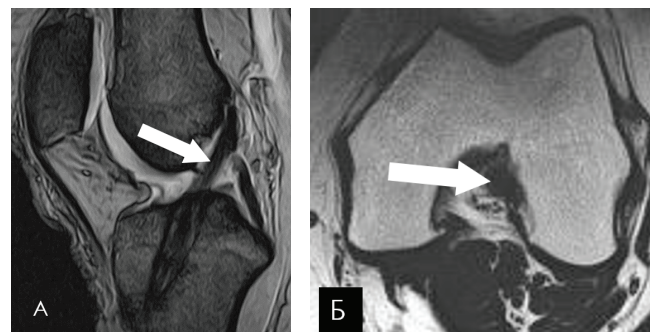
МР-томограммы коленного сустава через 2 года после артроскопической пластики ПКС: А – однородно гипоинтенсивный МР-сигнал от трансплантата на T2ВИ в сагиттальной проекции (стрелка); Б – однородно гипоинтенсивный МР-сигнал от трансплантата на T1ВИ в аксиальной проекции (треугольная стрелка).
